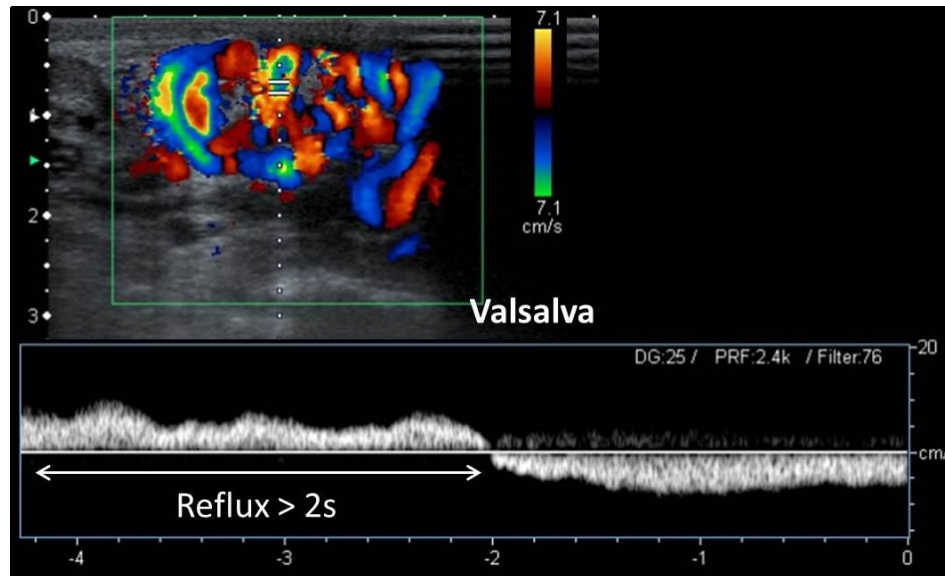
Varicocèle extra-testiculaire. Doppler pulsé pendant la manœuvre de Valsalva [42].
